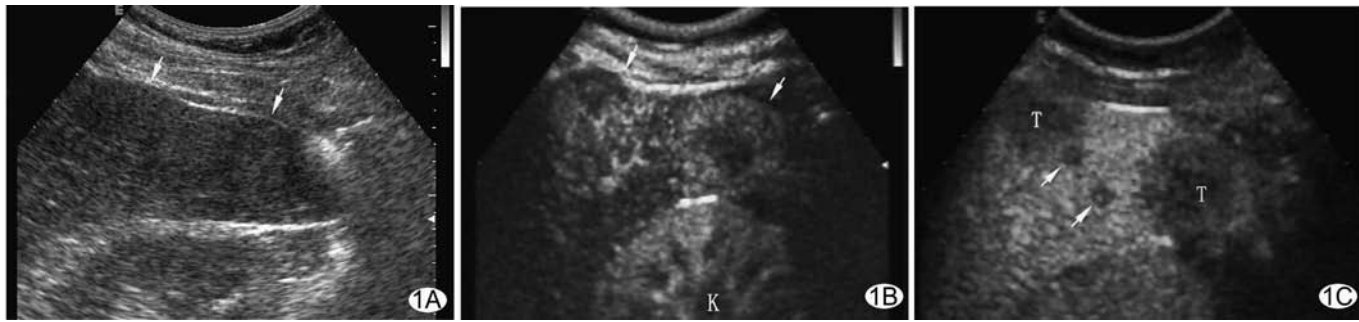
原发性肝癌 A. 位于肝右后下叶肿瘤呈等回声(↑),为超声漏诊; B. 注入造影剂 SonoVue 后,动脉期(26 s)显示二个增强的肿瘤(↑),其下方见右肾增强(K); C. 实质期(注入后 110 s)显示二个 3 mm 微小卫星结节(↑)及肿瘤(T),回声低于肝实质
